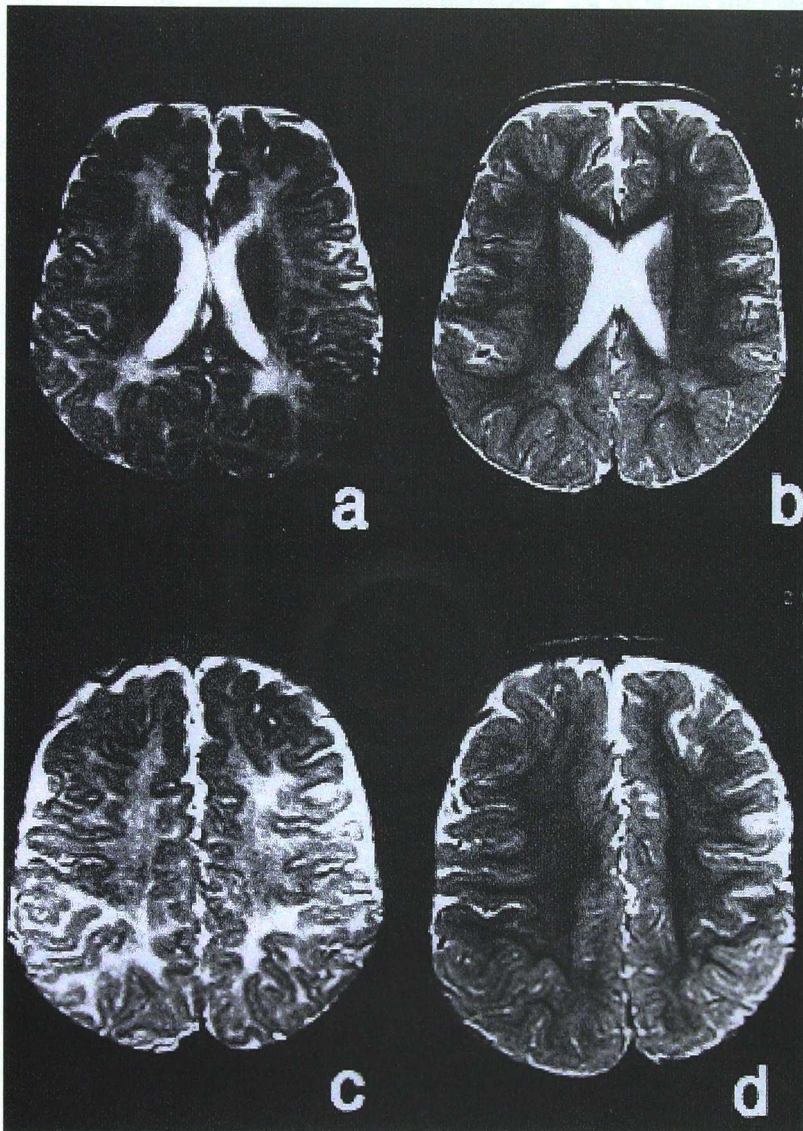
RM craneal en un paciente diagnosticado de síndrome de Zellweger (caso n° 5), aunque no se detectaban alteraciones de migración neuronal, pero sí una franca hipomielinización a los 9 meses de edad (a,c). A los 36 meses, observamos una marcada mielinización de la sustancia blanca, tanto a nivel de los ventrículos laterales (b) como en el centro semioval (d), con un aspecto idéntico al de un cerebro maduro. Sólo persisten algunas zonas hipomielinizadas, probablemente terminales, por detrás de los trígonos de los ventrículos laterales.
